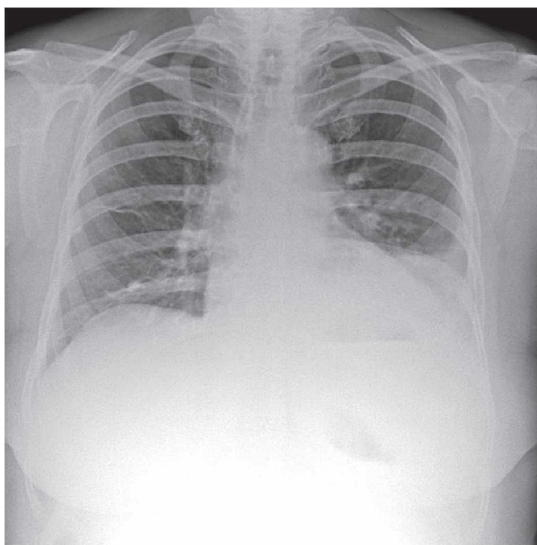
6Б. Рентгенограма хворої Х.
